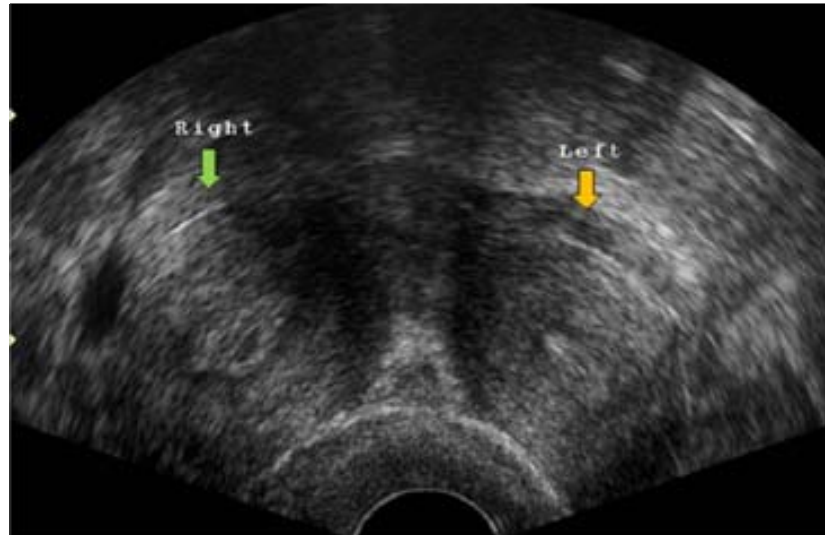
Corte longitudinal en una ecografía convencional de un útero didelfo. Se observan dos hemiúteros o dos cuernos uterinos completamente separados, de tamaño y morfología prácticamente idéntica (hemiútero derecho (flecha verde): 8.0x3.8 cm, hemiútero izquierdo (flecha naranja): 7.9x3.3 cm).
